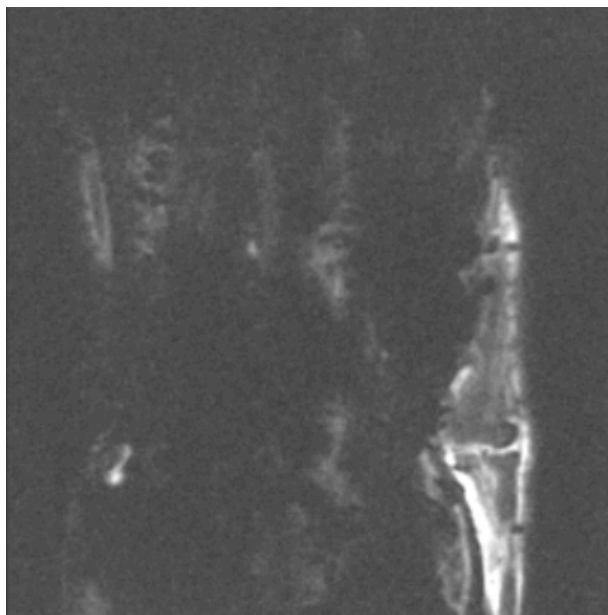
Parakoronarni presjek kroz TC zglob
